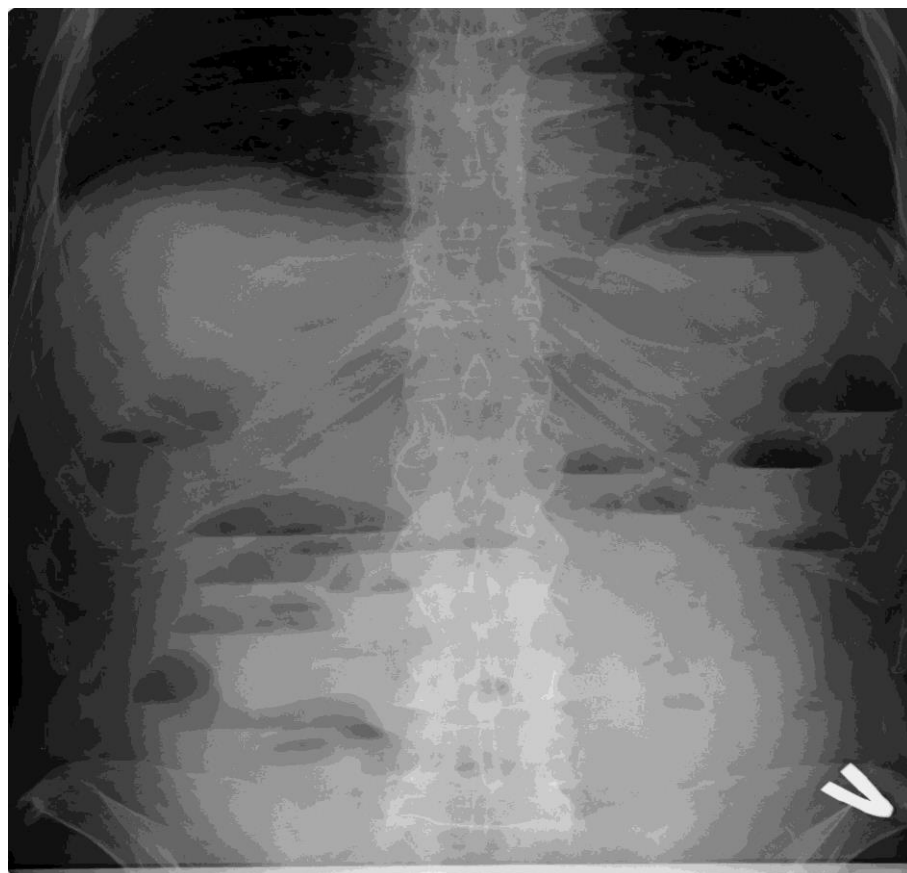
Рентгенограмма органов брюшной полости пациента А. На снимке множественные кишечные арки, что свидетельствует о наличии острой кишечной непроходимости.
